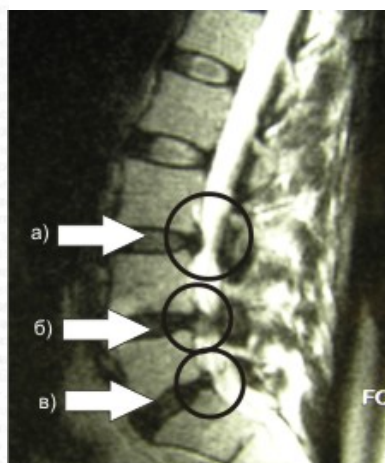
МРТ снимок пояснично-крестцового отдела позвоночника: а – протрузия на верхнем уровне; б – секвестрированная выпавшая грыжа; в – протрузия на нижнем уровне
